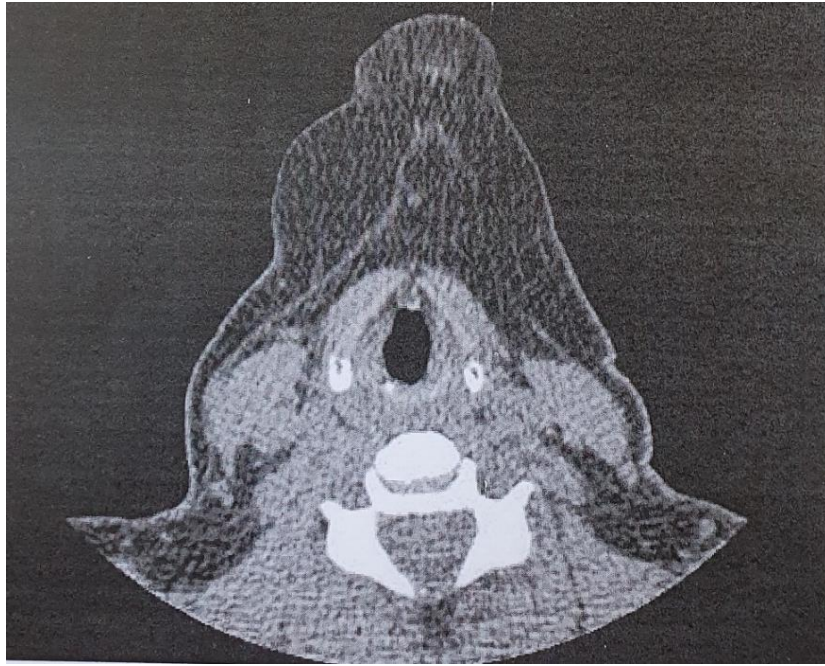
Tomografia em corte axial
